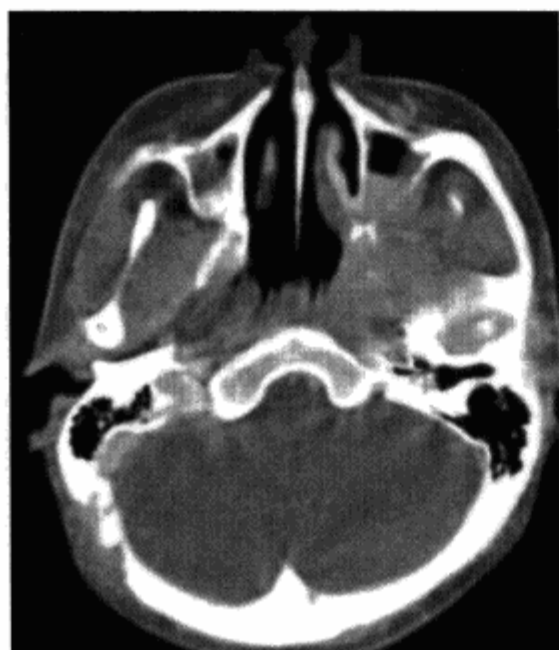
鼻咽癌深层侵犯破坏翼腭窝男, 16 岁, 鼻塞, 涕中带血 3 个月, 横轴位 CT 平扫示左侧咽隐窝消失, 病变向前扩展至翼腭窝、颞下窝、上颌窦, 翼内外肌肿胀, 咽侧壁膨隆, 翼腭窝示软组织块影, 蝶骨翼突、上颌窦后壁骨质破坏
